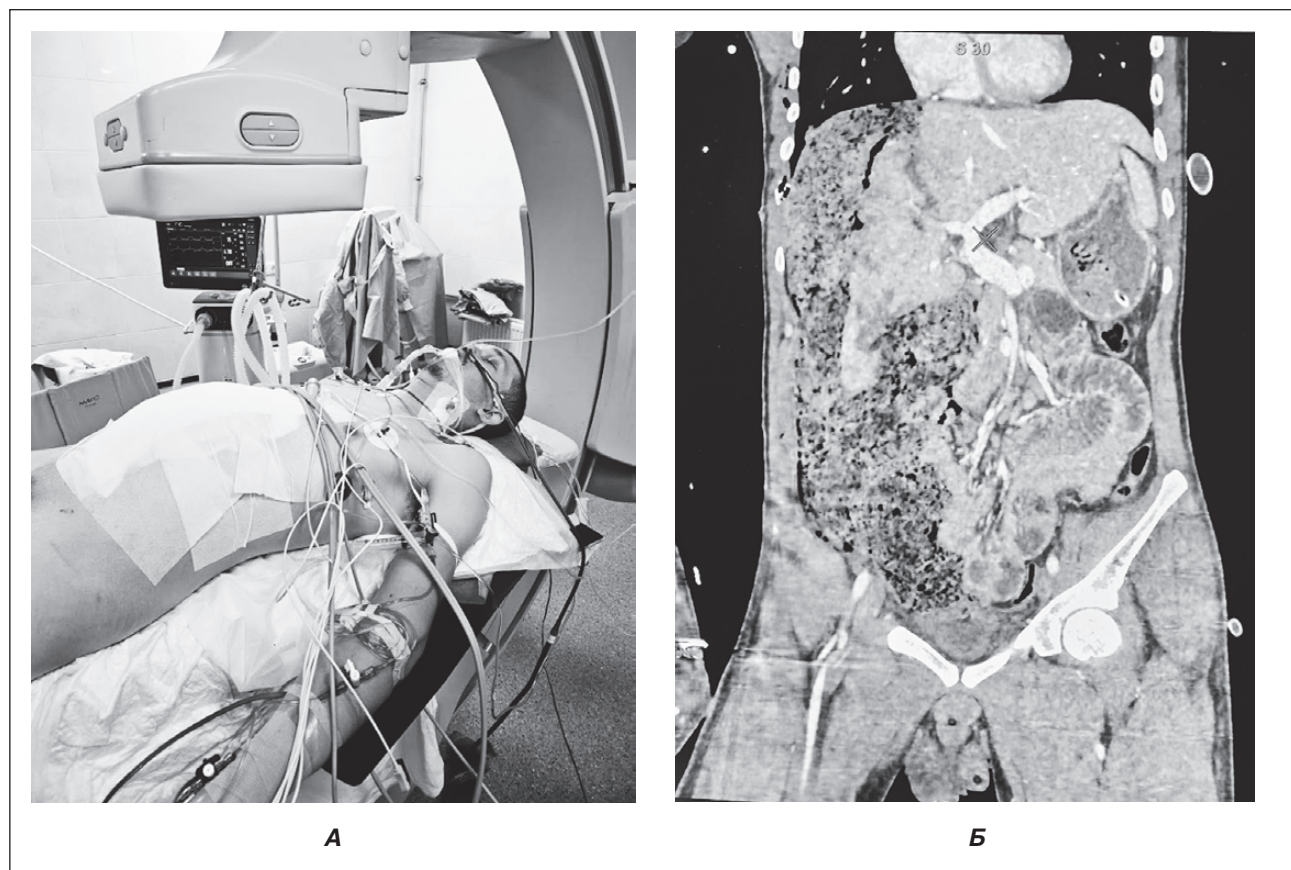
Зовнішній вигляд (А) та МСКТ (Б) хворого з вогнепальним пораненням печінки після неодноразових оперативних втручань з приводу рецидивної внутрішньочеревної кровотечі і тампонування черевної порожнини перед виконанням рентгеноваскулярного втручання з метою діагностики джерела кровотечі та проведення РЕКГ — тактика damage control surgery
